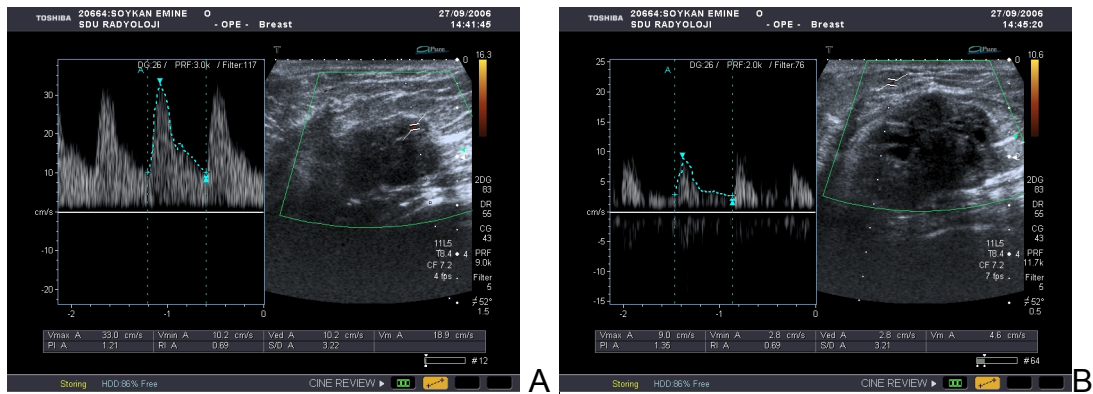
77 yaşında, histopatolojisi invaziv duktal karsinom olan kadın hastada power Doppler incelemede ramifikasyon kısa ve uzun tip kanlanma izlenmektedir (A, B).
